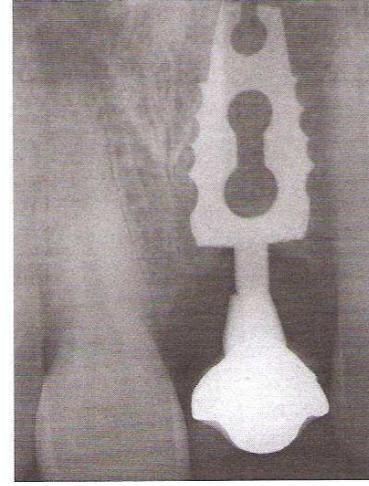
Al controllo radiografico non è riscontrabile alcuna modifica del tessuto osseo perimplantare
